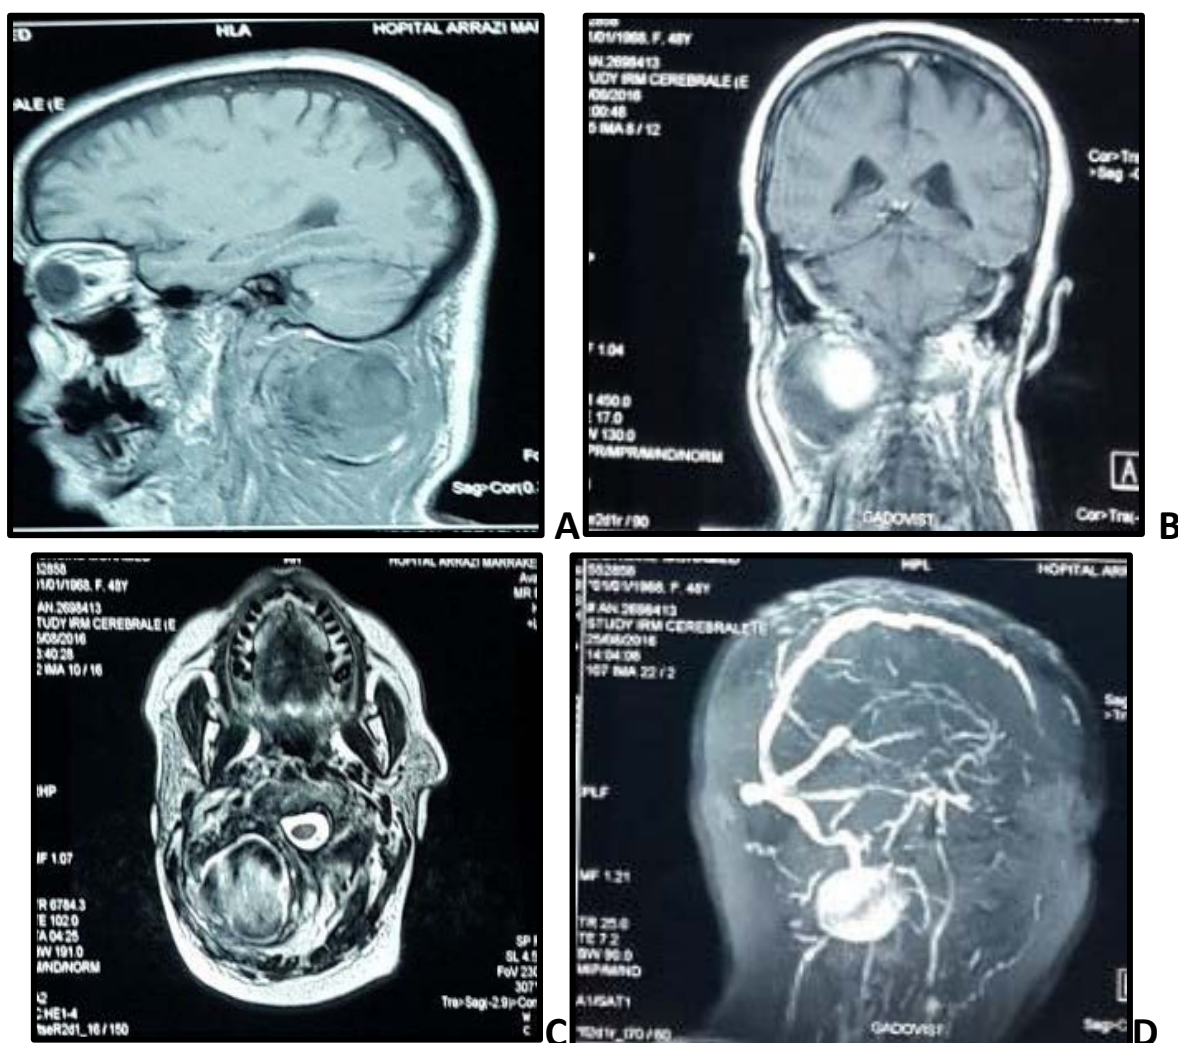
IRM cérébrale : (A) T1 coupe sagittale ; (B) T1 avec injection du gadolinium coupe coronale ; (C) T2 coupe transversale ; (D) Angiographie par résonance magnétique
